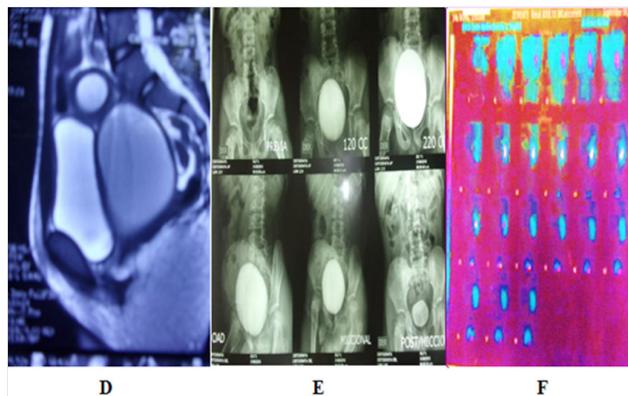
D: RMN de pelvis:hematocolpos y compresión vesical (cara posterior). E: Cistografía miccional normal;.F: gammagrama renal con DMSA (exclusión renal derecha).
